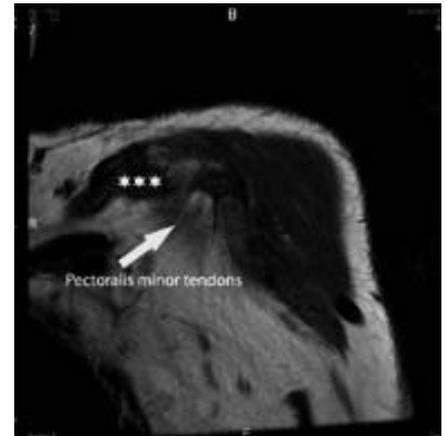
B)Sagittal T2-weighted magnetic resonance image showing significant edema (asterisk) in the pectoralis minor muscle detachment of the tendon from the coracoid; C) Coronal T1 weighted magnetic resonance image showing absence of one of the pectoralis minor tendons (asterisk) which is the same place shown hyperintense in T2 weighted images.
